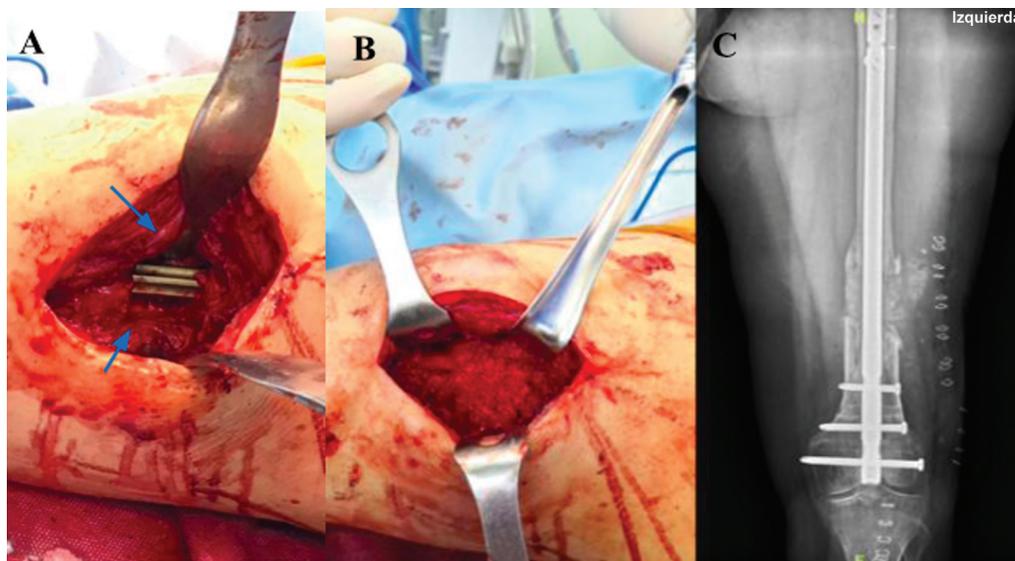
Fotografía intraoperatoria de Masquelet 2do tiempo. A) Se evidencia defecto óseo femoral con clavo endomedular in situ y membrana preservada (flechas azules). B) Defecto óseo rellenado utilizado auto y aloinjerto, logrando cobertura total de éste. C) Radiografía AP post operatoria donde se evidencia completa cobertura de defecto óseo con injerto.
